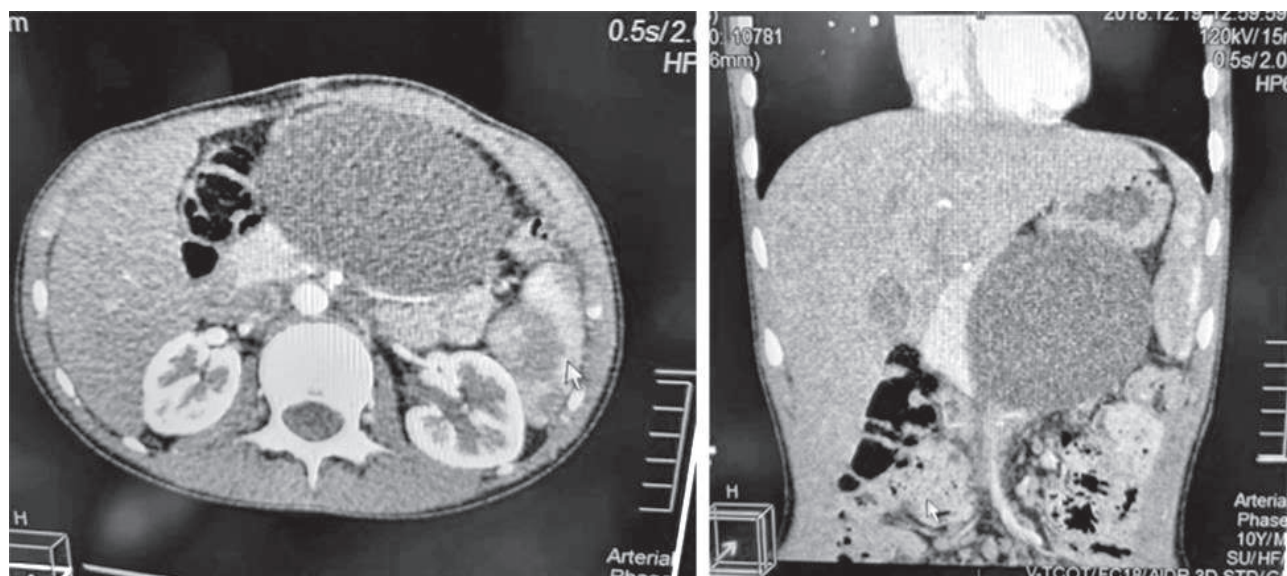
Pacientul A.-CT abdominală. Pseudochist posttraumatic al pancreasului.
